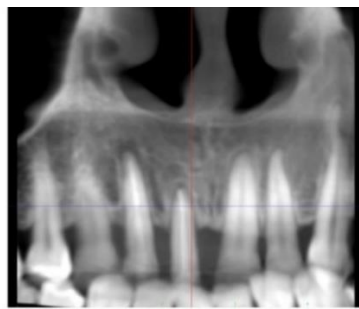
Patient's orthopantomography before treatment
